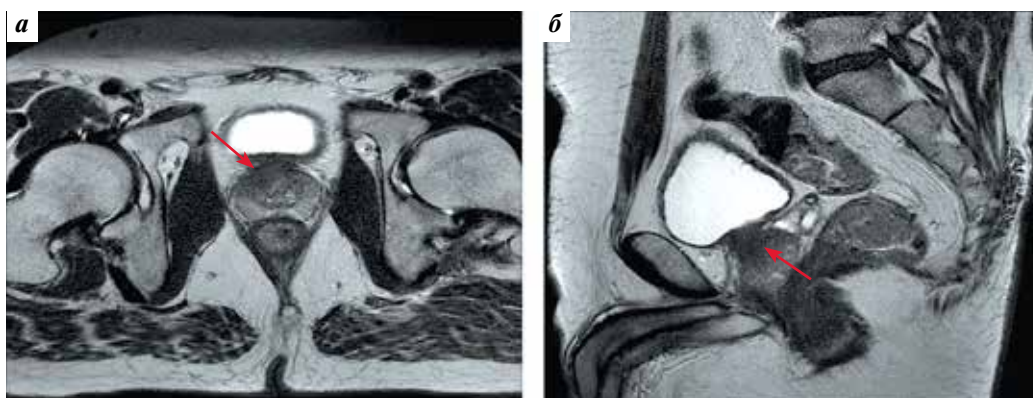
Магнитно-резонансная томография органов малого таза в режиме PI-RADS. Стрелкой указан очаг в предстательной железе
